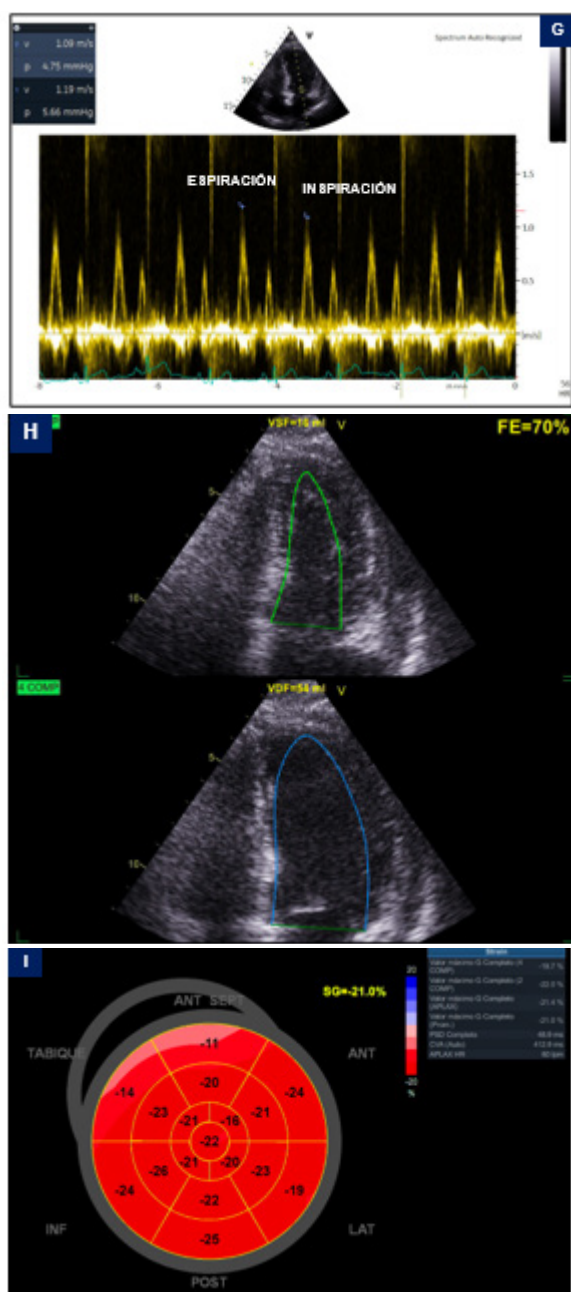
ETT. A-E: aproximaciones paraesternales de eje largo (A) y de eje corto (B) del ventrículo izquierdo, aproximaciones apicales de 4 cámaras del ventrículo izquierdo (C y D) y subcostal (E), donde se aprecia el derrame pericárdico (*). F y G: Doppler pulsado transtricuspídeo (F) y transmitral (G); el cálculo de la variabilidad respiratoria es el siguiente (espiración-inspiración) /espiración. H: FEVI. I: SLGVI. (VI: ventrículo izquierdo, AI: aurícula izquierda, VD: ventrículo derecho, AD: aurícula derecha, TSVD: tracto de salida del ventrículo derecho, RAo: raíz aórtica.).
